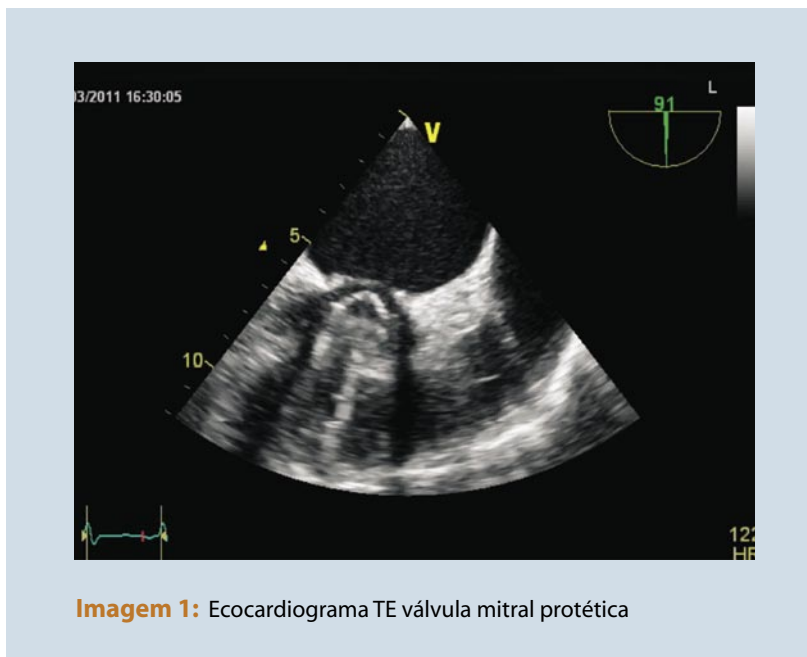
Ecocardiograma TE válvula mitral protética
